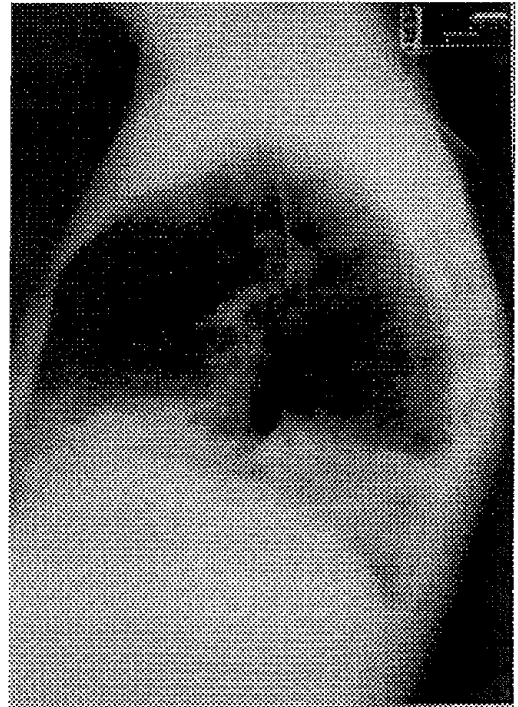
Radiographie de profil 21/09/99
